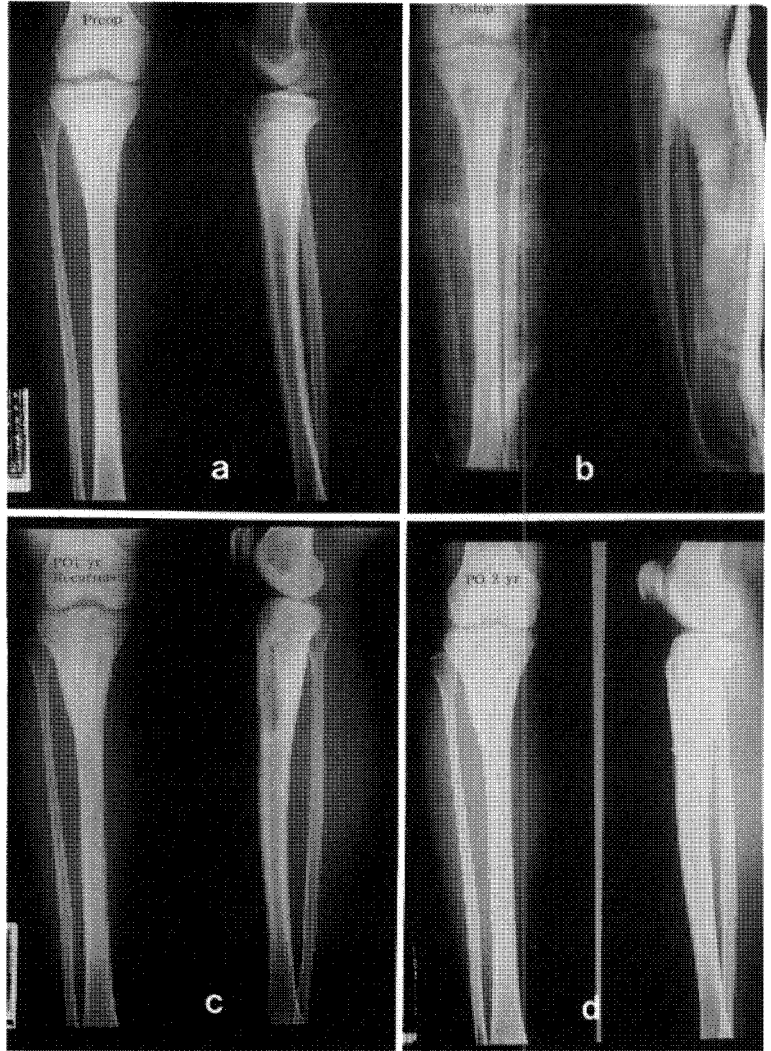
20-year old female with tuberculous osteomyelitis of the proximal tibia. Radiography showed minimal osteolytic changes of the proximal tibia with localized solid periosteal reaction.
